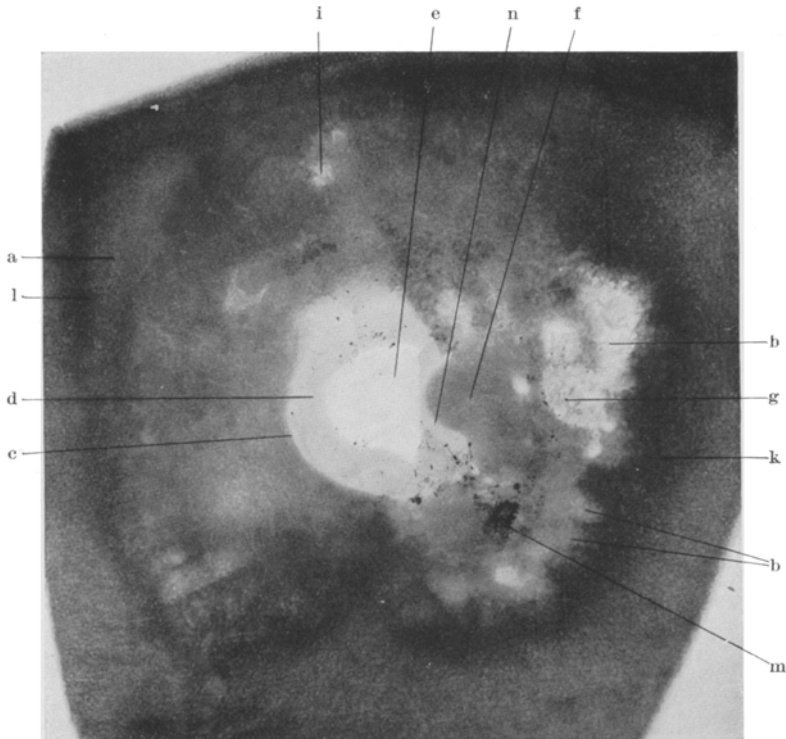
Röntgenbild des Knochendefektes. a-b Defekt der inneren, c-n Defekt der äußeren Knochentafel; e der Eingang zur Höhle durch Weichteilsring d eingegrenzt; i beginnende; g fortgeschrittene; h vollendete Nebenkraterbildung; k, l paratuberkulöse Osteosklerose; m Salbenreste. Natürliche Größe.
